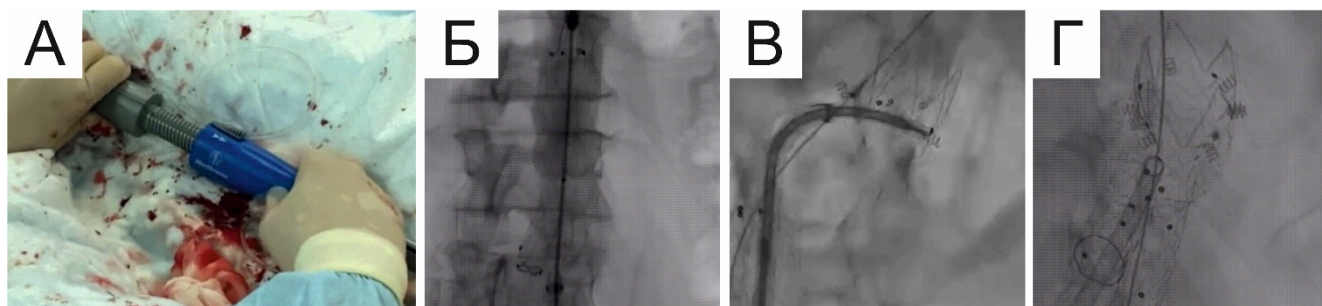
Основные этапы эндопротезирования (выполнено в «РНЦХ имени академика Б. В. Петровского»). А – открытие стент-графта путем вращения ручки доставляющей системы против часовой стрелки. Б – раскрытие основного тела стент-графта до места бифуркации контралатеральной бранши протеза. В – имплантация эндофиксатора. Г – контрольная рентгеноскопия с целью оценки расположения эндофиксаторов.
